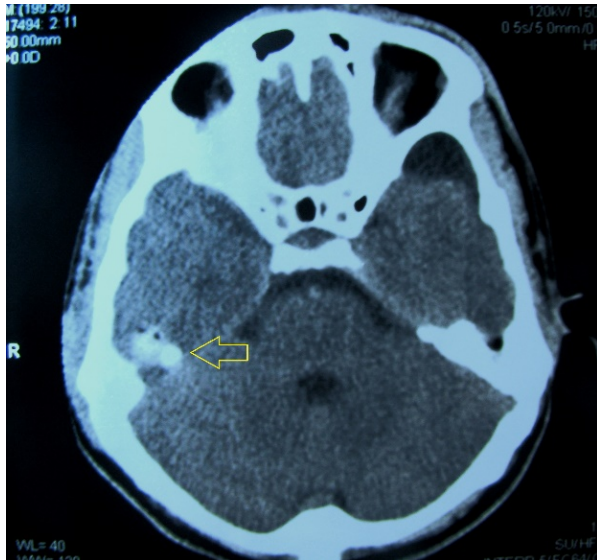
Postoperative cranial CT shows bleeding focus in the temporal lobe (arrow).
